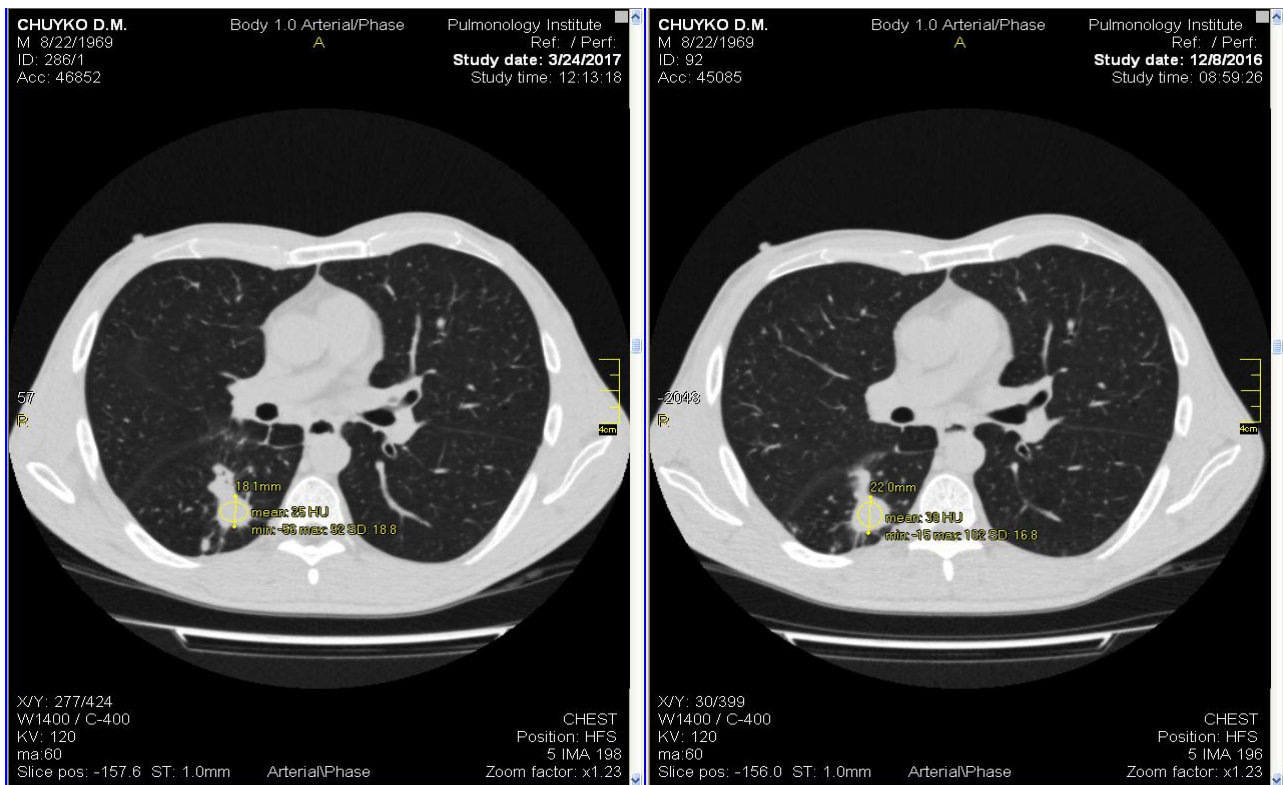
Аксіальні зрізи КТ ОГП хворого С. Зліва – вихідне обстеження, справа – контроль після завершення інтенсивної фази лікування
